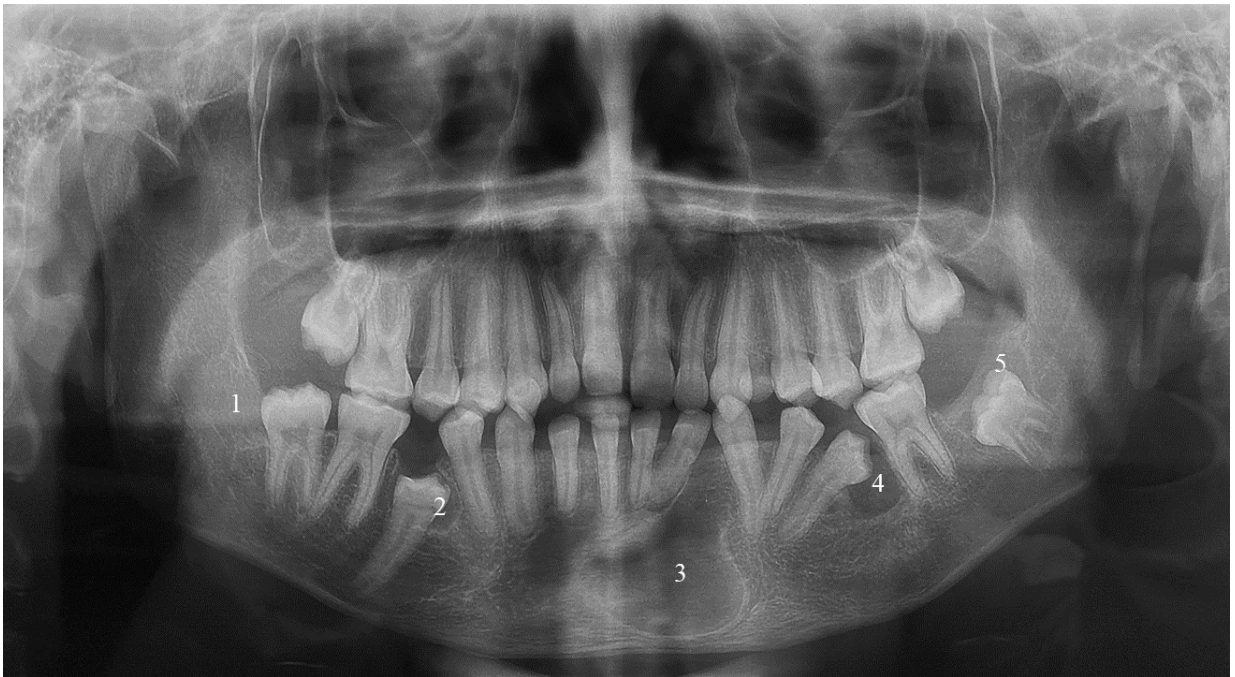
Radiografia Panorâmica pós-operatória 01/12/2020
